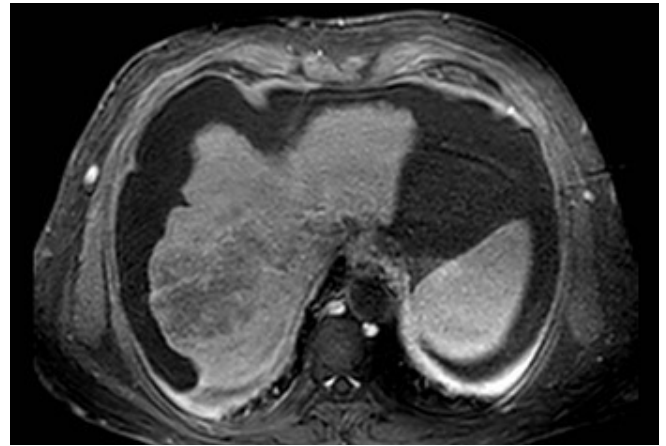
Hepatocarcinoma evidenciado en RM hepática.
